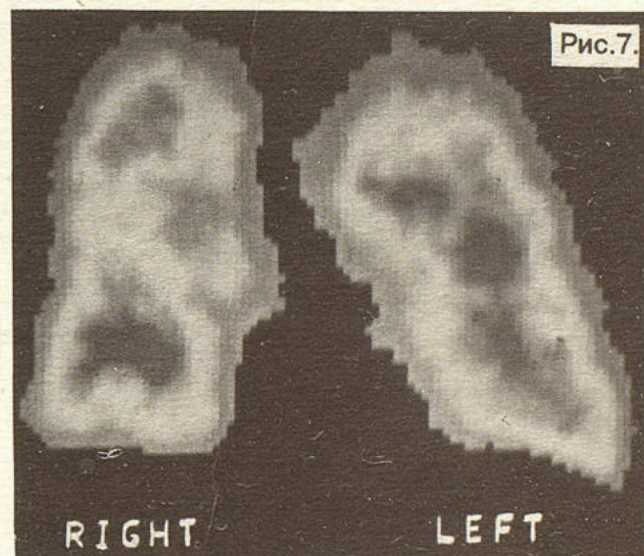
Сцинтиграмма больного с выраженными нарушениями (3-я подгруппа). Резко выраженные нарушения капиллярного кровотока с локальными зонами полностью отсутствующей микроциркуляции.
